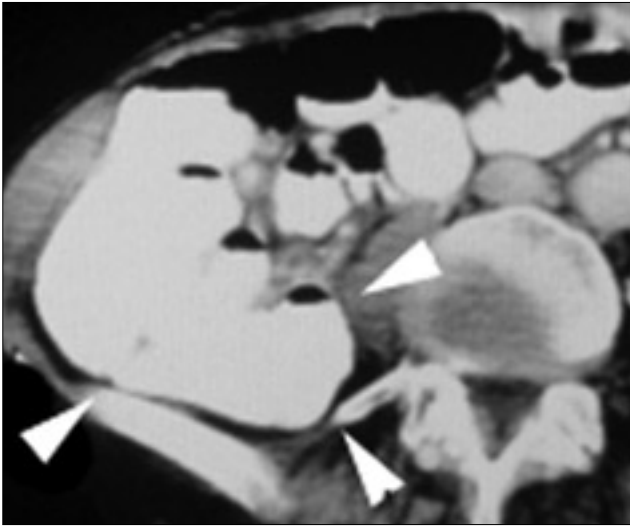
Retrorenal kolon. BT'de her iki tarafta kolonun böbrek posterior duvarından yatay olarak çizilen çizginin posteriorunda yer aldığı izleniyor (oklar)
